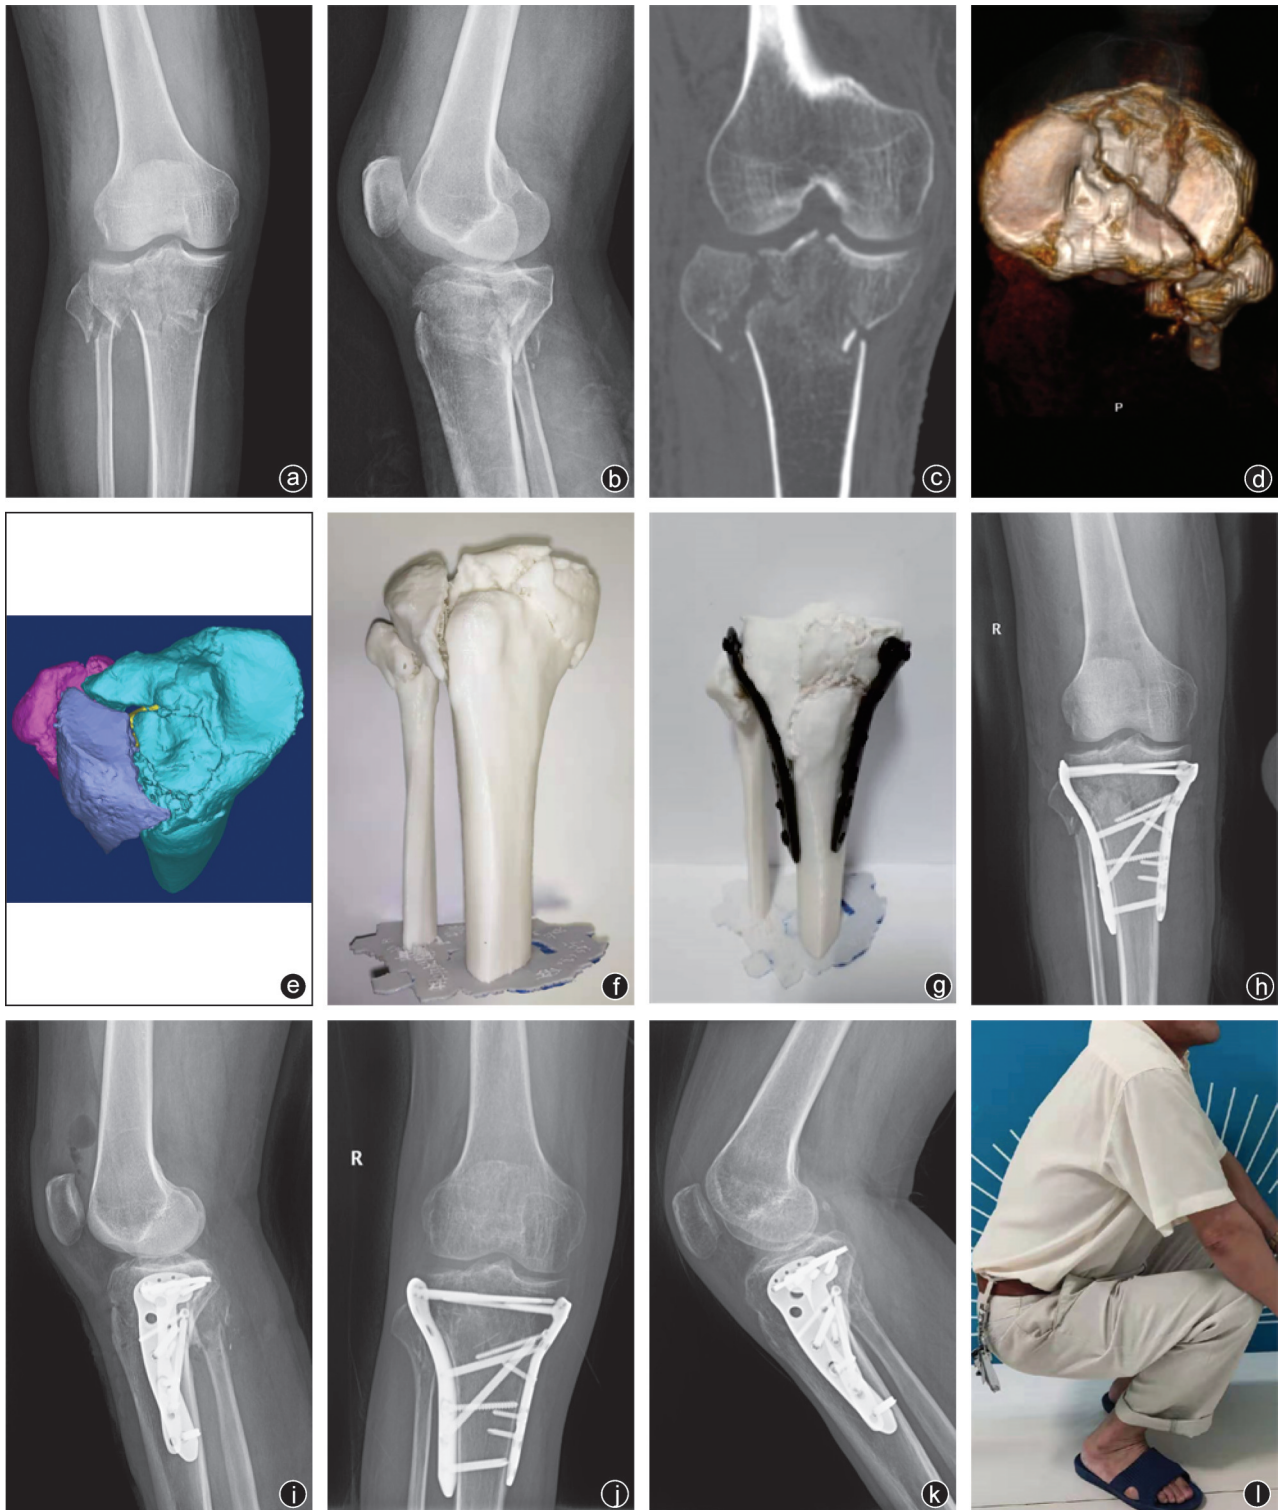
病人,男,52岁,因车祸伤致右胫骨平台骨折(Schatzker V型) a~d:术前影像学资料提示胫骨平台骨折移位;e:采用计算机Mimics三维成像;f,g:模型上将骨块切割后复位并固定;h,i:术后3 d复查X线片,骨折对位良好;j,k:术后12个月复查X线片,右胫骨平台骨折愈合;l:右膝屈曲功能情况良好
